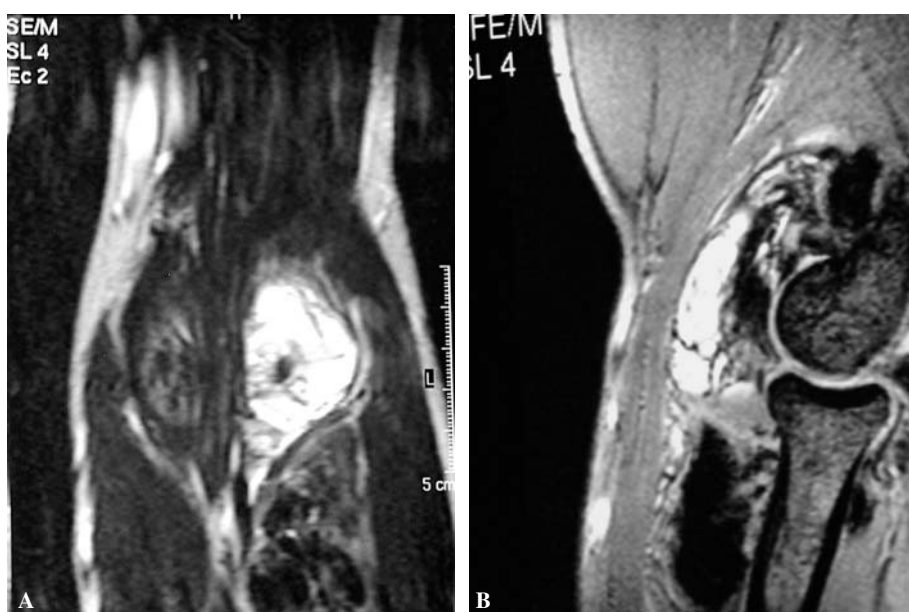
Cortes de RM en las que se aprecia proliferación sinovial en región anterolateral del codo.
